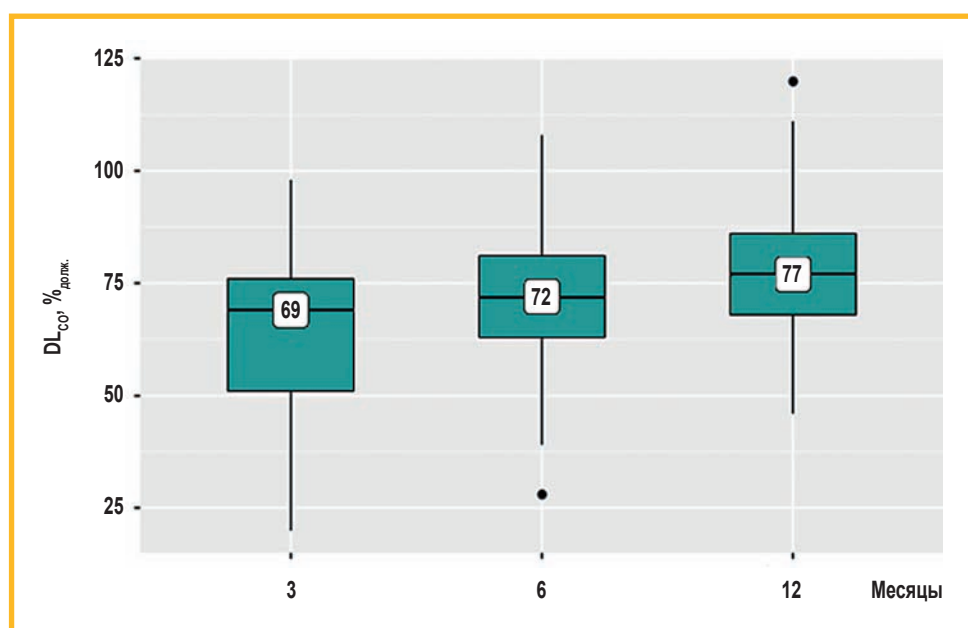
Динамика изменения медианы значений диффузионной способности легких по монооксиду углерода в течение 12 мес.
